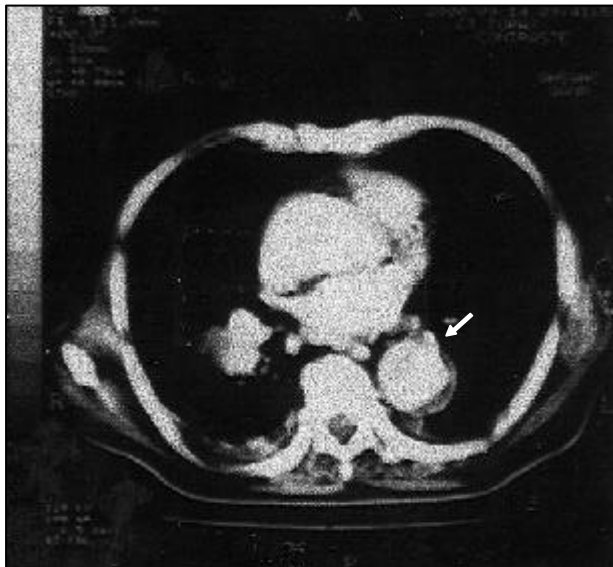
Tomografia computadorizada de tórax, mostrando delaminação da aorta descendente (seta).
